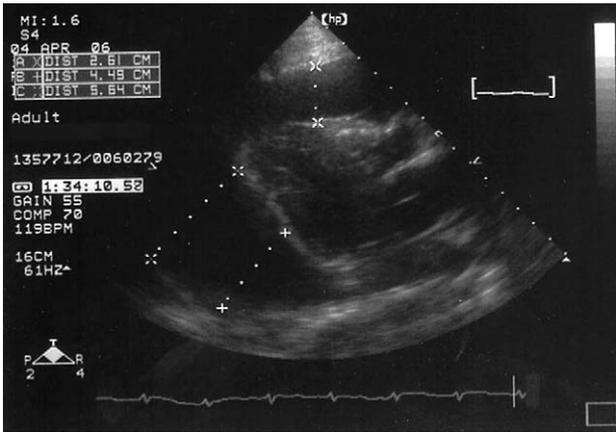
Two-dimensional Echocardiographic image. Severe pericardial effusion and right ventricular collapse are seen in a parasternal long-axis view.
